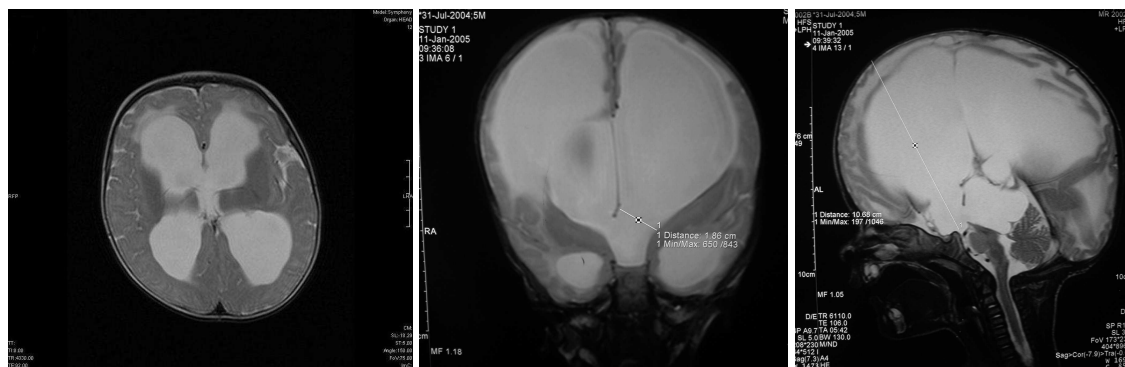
CT snímka mozgu dojčťa s progresívnym hydrocefalom - dilatácia mozgových komôr, rozstup lebkových švov, periventrikulárne priesaky.
